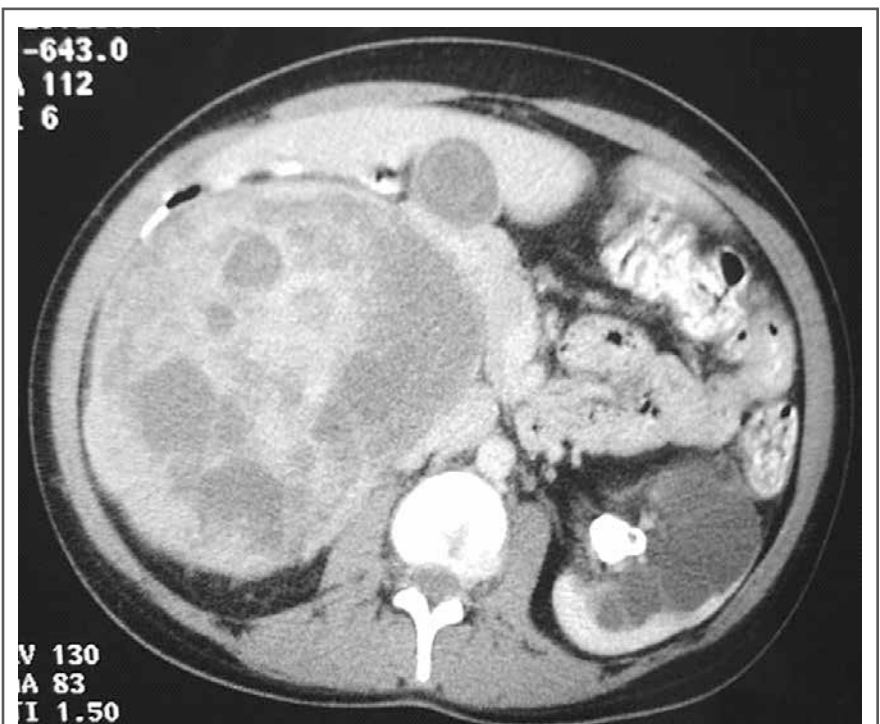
TC de abdome revelando a presença de volumosa massa suprarrenal direita. A investigação bioquímica e o histopatológico revelaram o diagnóstico de feocromocitoma. O exame ainda revela cálculo coraliforme no rim esquerdo associado à hidronefrose e atrofia do córtex renal ipsilateral.
